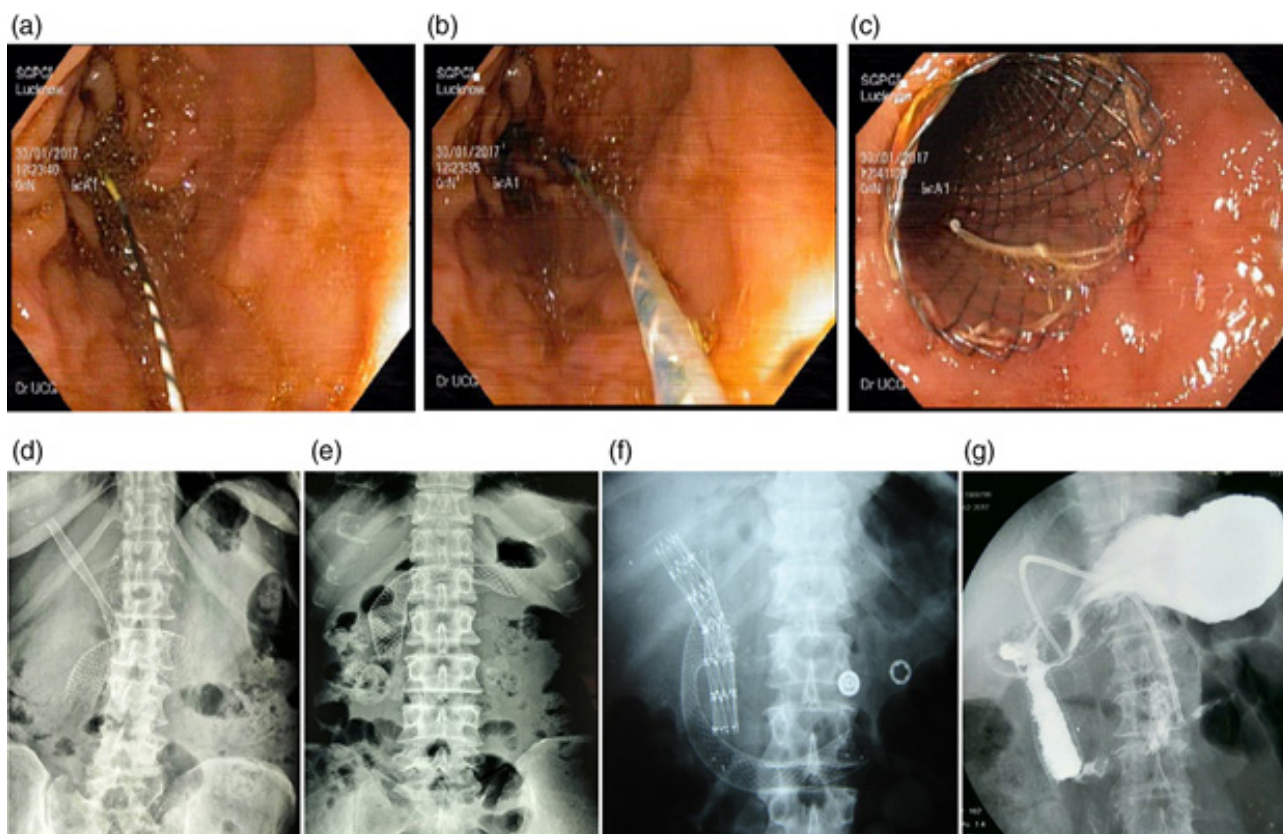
Эндоскопическое паллиативное лечение злокачественной гастродуоденальной обструкции с помощью саморасширяющегося металлического стента. Эндоскопическая картина (а, в и с), рентгенограмма брюшной полости (антродуоденальная с билиарной SEMS на изображениях d и f), только антродуоденальная SEMS (е), рентгенограмма с контрастом бария (g), показывающая прохождение контраста через саморасширяющийся металлический стент [53].
